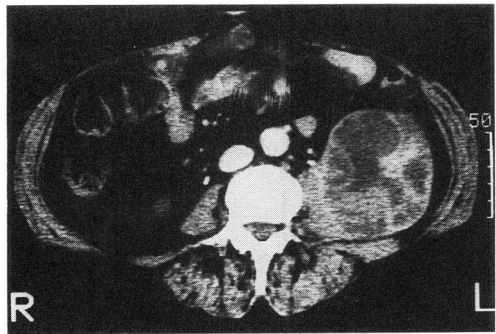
CT scan of the tumor. An irregularly enhanced retroperitoneal tumor was observed.
